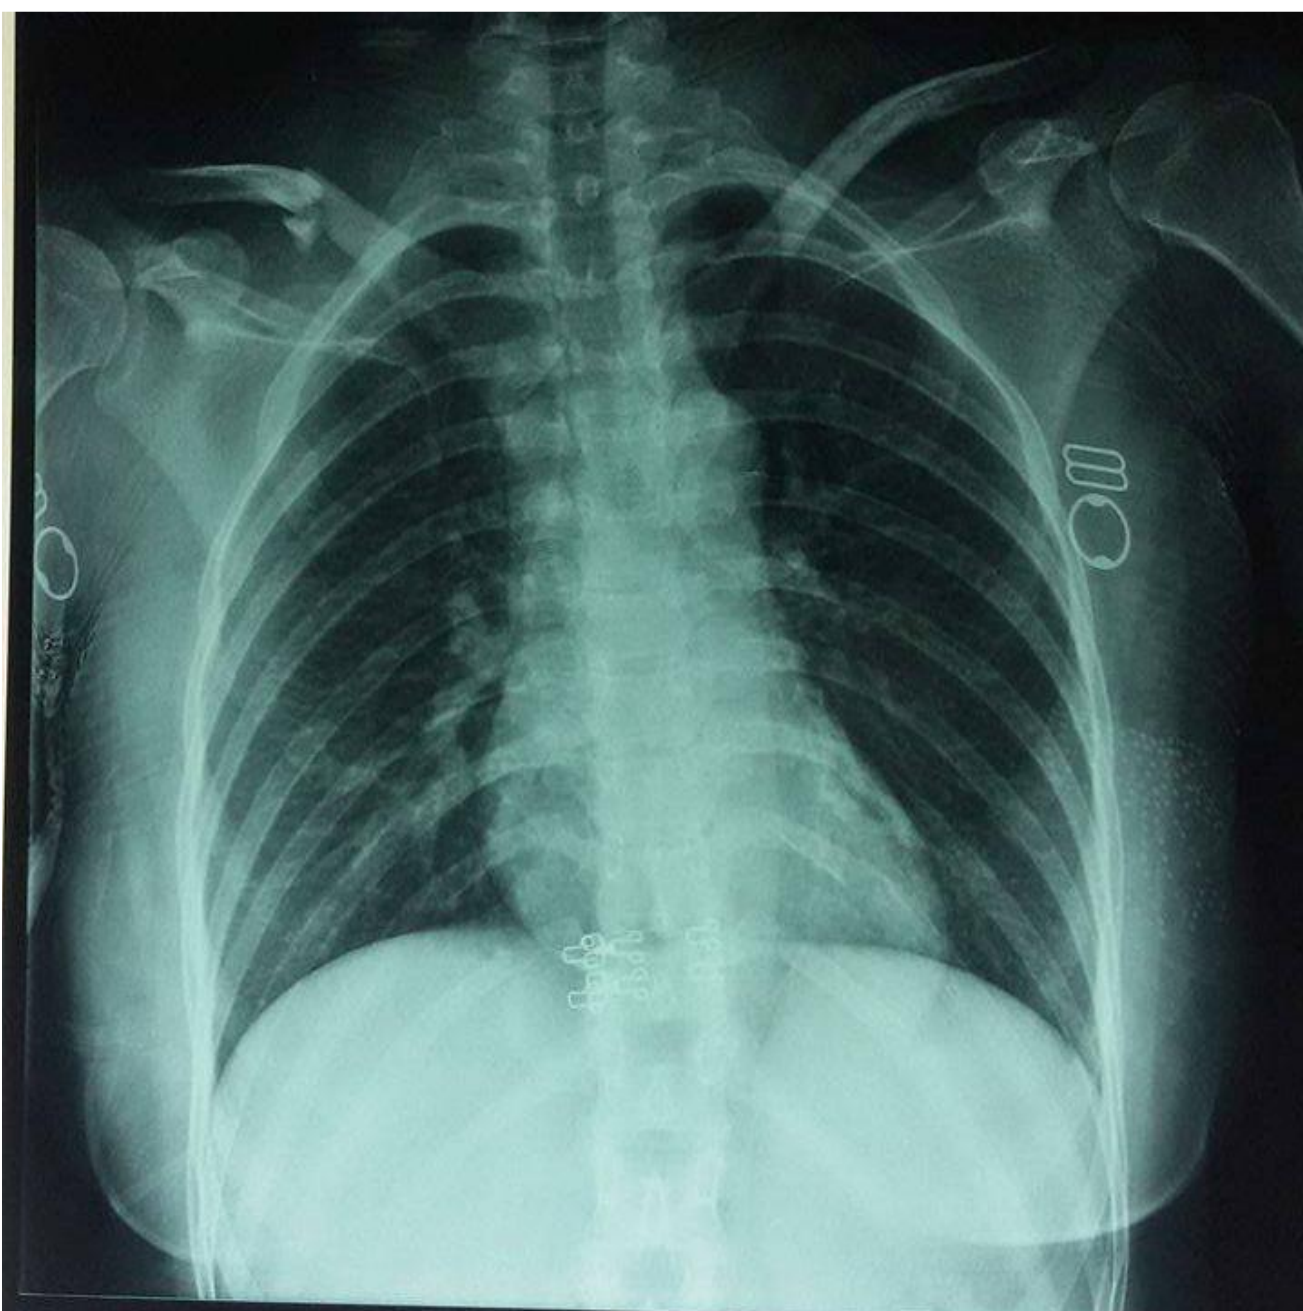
Radiographie standard montrant une fracture diaphysaire de la clavicule
